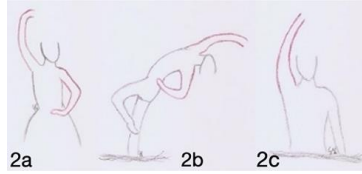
Artistik yüzme kara koreografisi için Don Quixote balesinden seçilen pozlar
